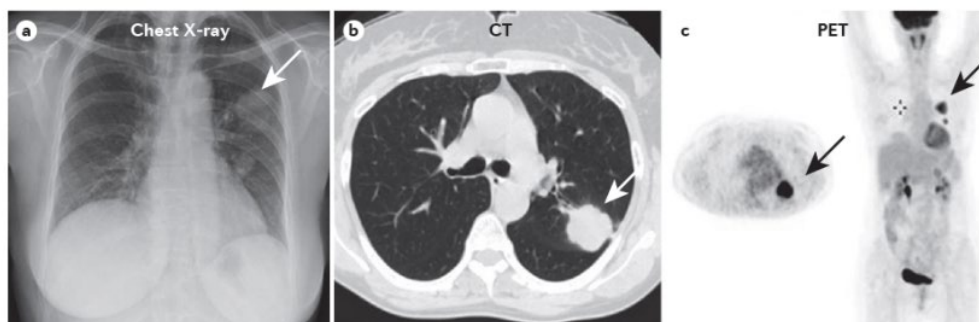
Diferentes técnicas de imagen en el diagnóstico de cáncer de pulmón. a) Radiografía de tórax; b) TC; c) PET. Adaptado de Gridelli et al. (77)
